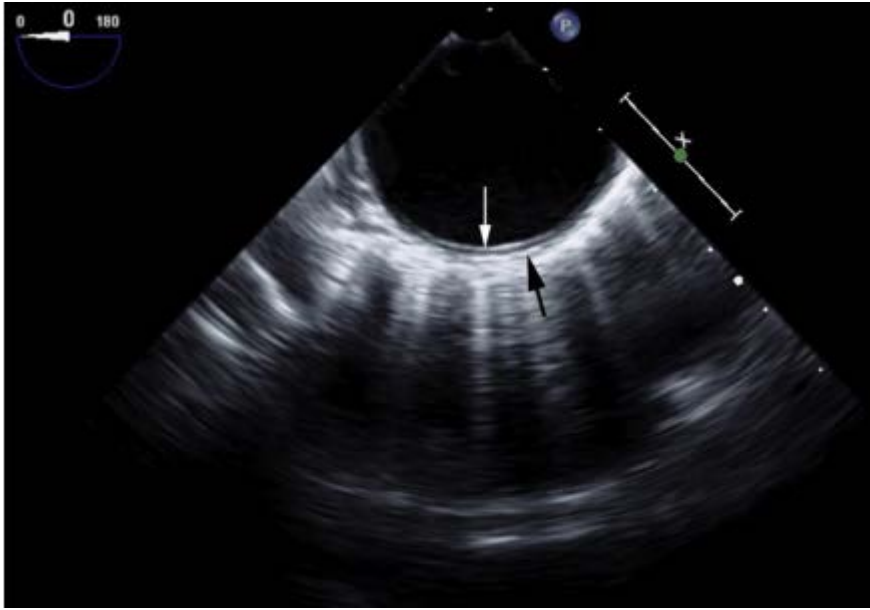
正常降胸主动脉中段管壁的经食道超声心动图横断面图像，表现为两条平行的等回声线，被相对低回声区分开。里面的线（白色箭头）代表了管腔-内膜界面，外面的线（黑色箭头）代表了中-外膜界面。
